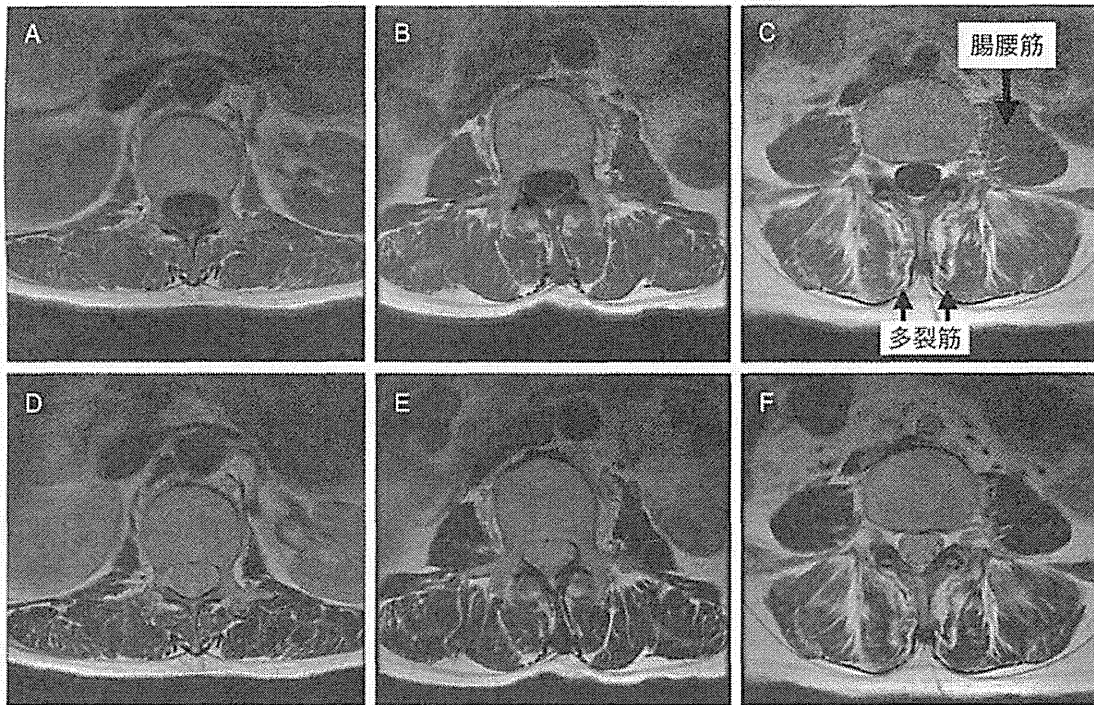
腰椎MRI(上段:T1強調画像でA, B, C, 下段:T2強調画像でD, E, Fと下方へ撮像) 2006年3月20日に撮影され, 多裂筋, 腸腰筋などの変性を認めた。
